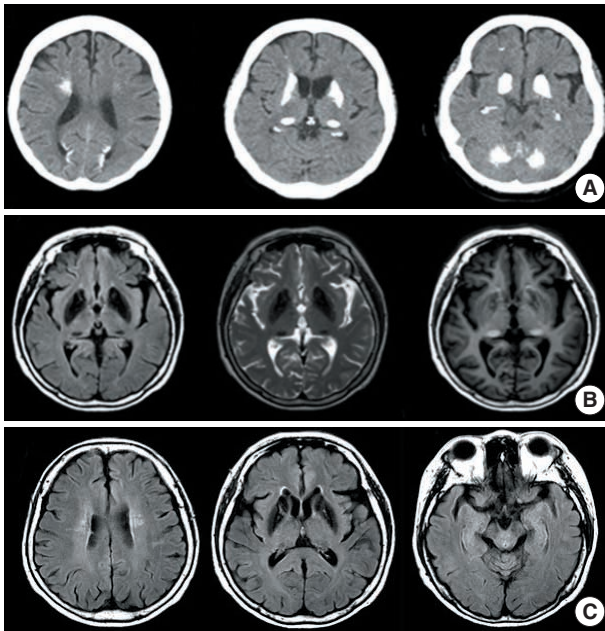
Brain CT and MRI of the patient. (A) Brain CT images show extensive symmetric calcification involving bilateral basal ganglia, posterior thalami, cerebellar dentate nucleus and posterior occipital cortex. (B) FLAIR and T2-weighted axial MRI images show low signal intensities in the same regions as those on Brain CT, which are also shown as high signal intensities on T1-weighted axial image. (C) Serial FLAIR axial images do not show remarkable atrophy on medial temporal cortex.
